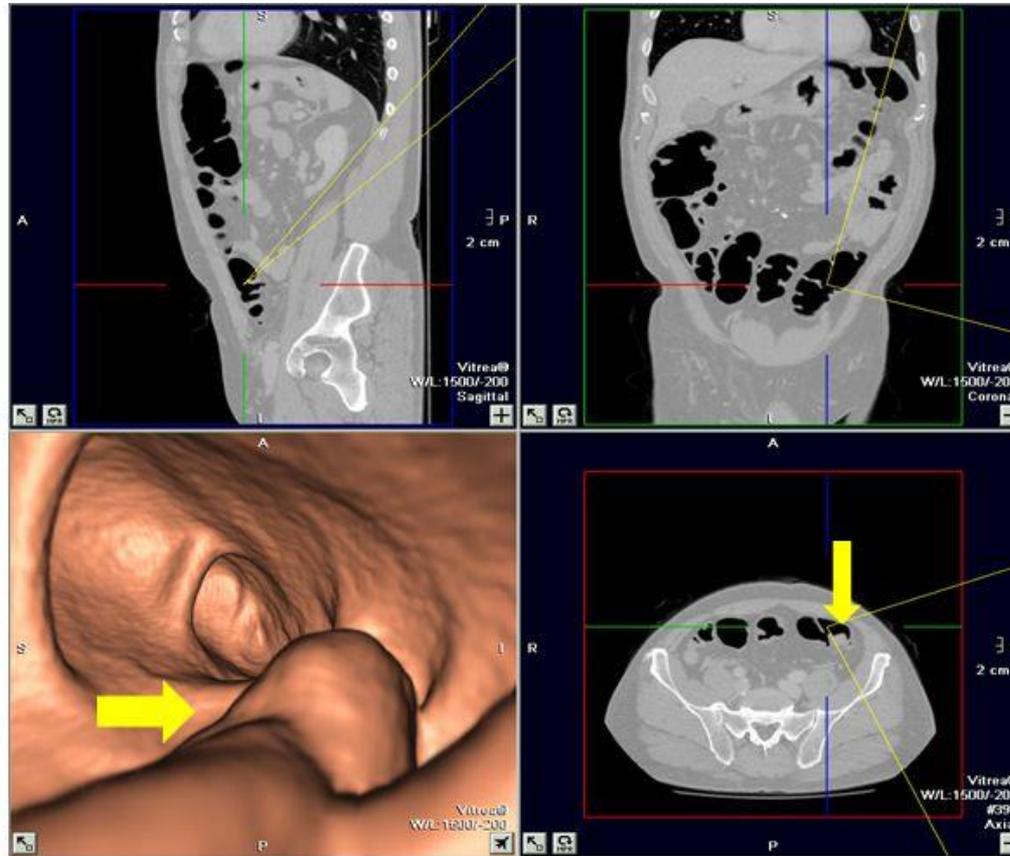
Varón de 55 años, que se le realizó una colonoscopia virtual detectándose un pólipo con anatomía patológica con degeneración e infiltración de la submucosa. La colonoscopia fue incompleta, por lo que aprovechando la preparación del paciente se le realizó una colono-TC para valorar el resto del colon. En la colonoscopia virtual se observa el pólipo en sigma de 1.5cm (flecha), con bordes lisos, que también se identifica en los cortes axiales 2D. No se identificaron otras lesiones del colon ni extracolónicas.
